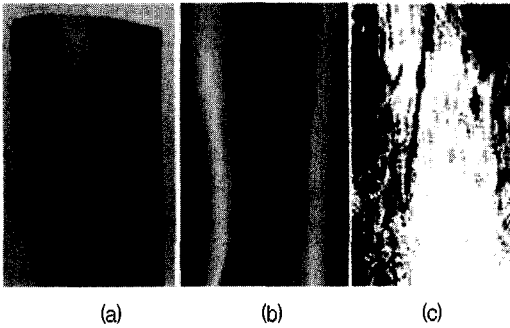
Apparent fracture line on the cortical bone of the pork femur. (a) optical photograph, (b) X ray image, (c) ultrasonic C scan image
